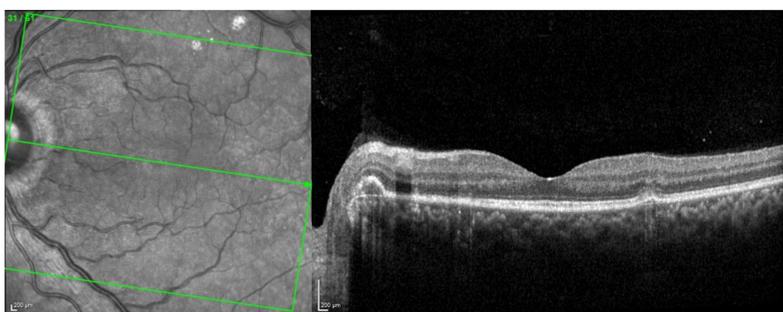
Tomografía de coherencia óptica con disrupción a nivel de la zona elipsoide y del EPR, y presencia de depósitos subretinianos adyacente al nervio óptico de ojo izquierdo.
